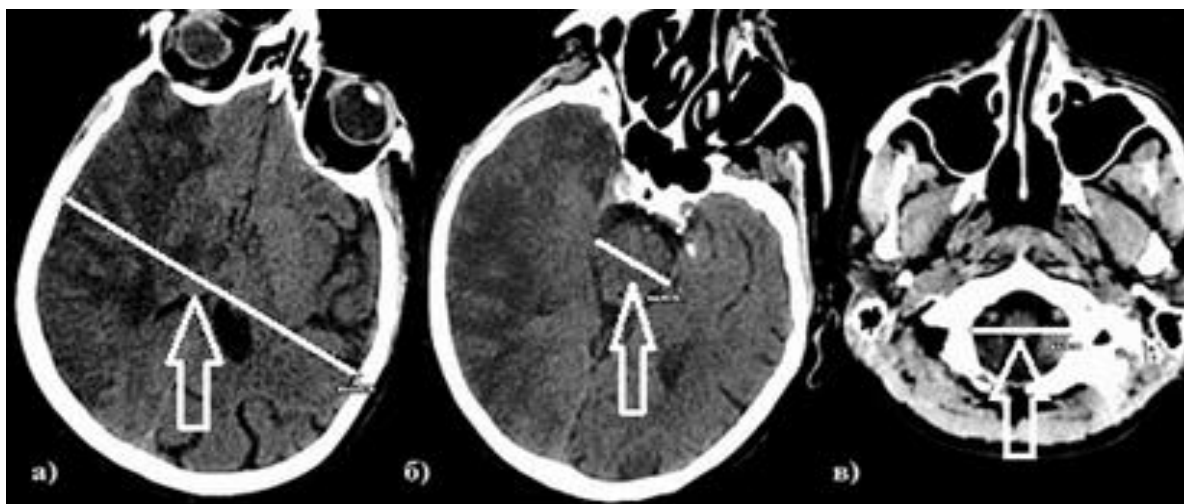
Компьютерная томограмма больного А., И/Б №1211-2015.
